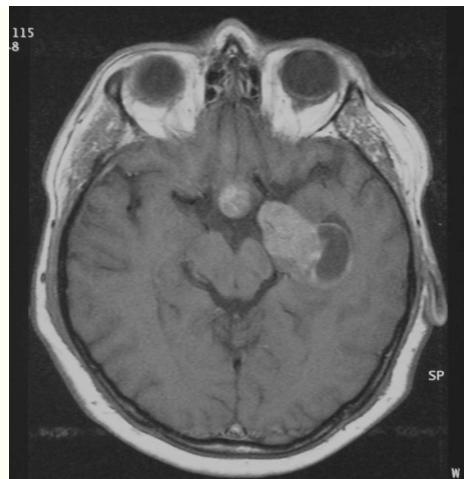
Imágenes al diagnóstico del macroadenoma pituitario gigante invasivo (resonancia magnética). El paciente presentaba una masa intraselar con extensión extraselar al seno cavernoso izquierdo, el lóbulo temporal izquierdo, el *clivus*, el seno esfenoidal y los espacios masticatorios bilaterales.
